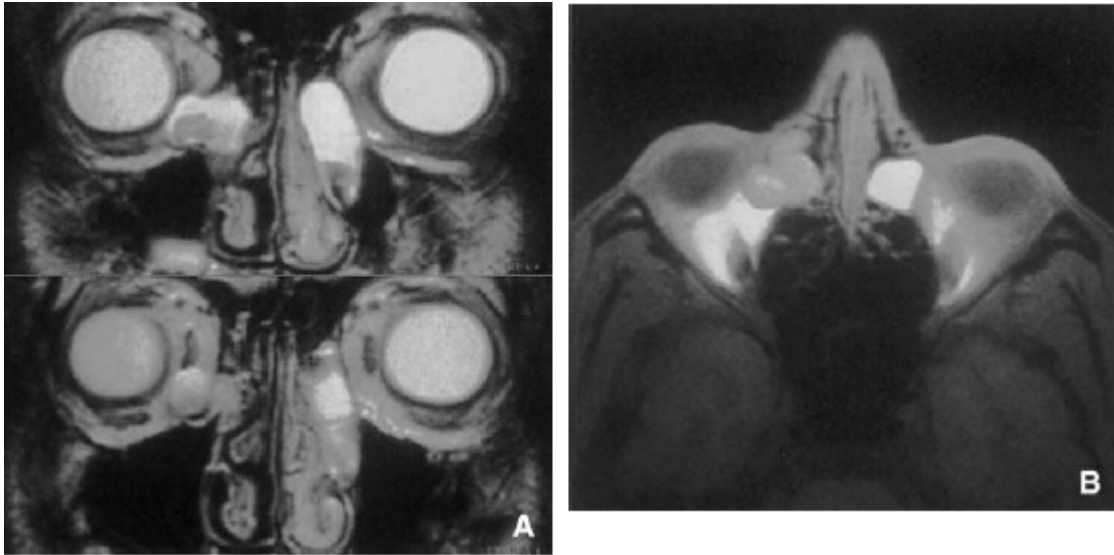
Images de l'IRM [39]
